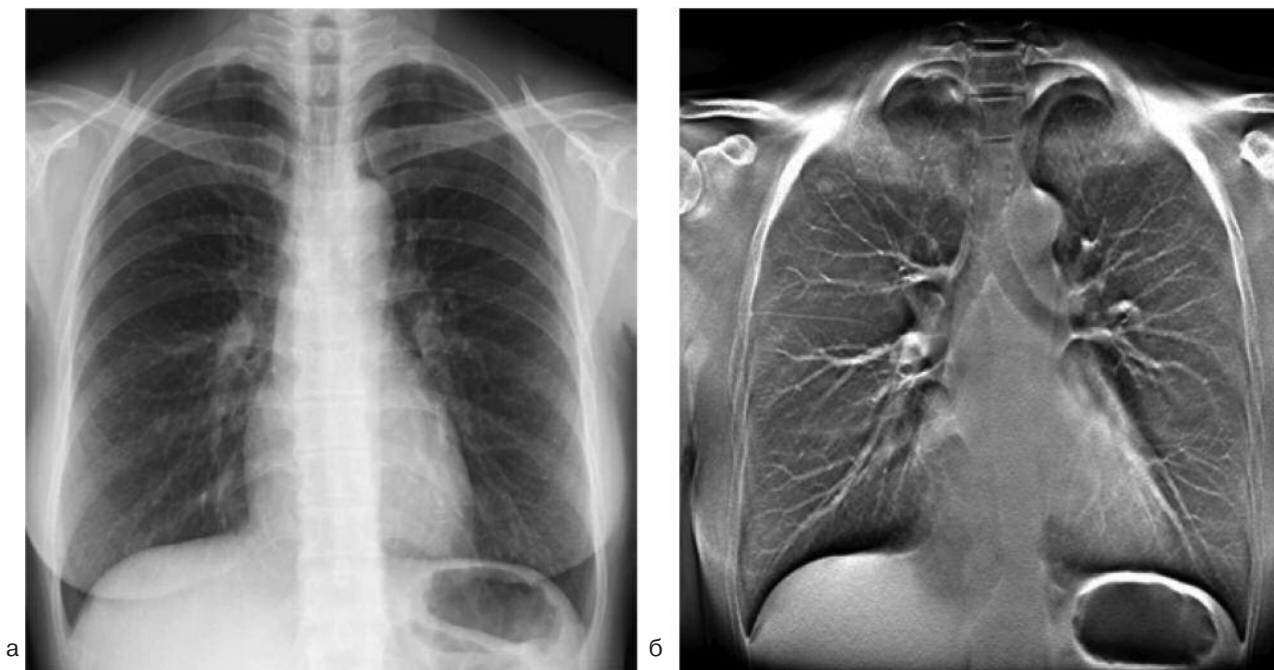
Цифрові зображення ОГК, отримані при рентгенографії (а) та томосинтезі (б)
